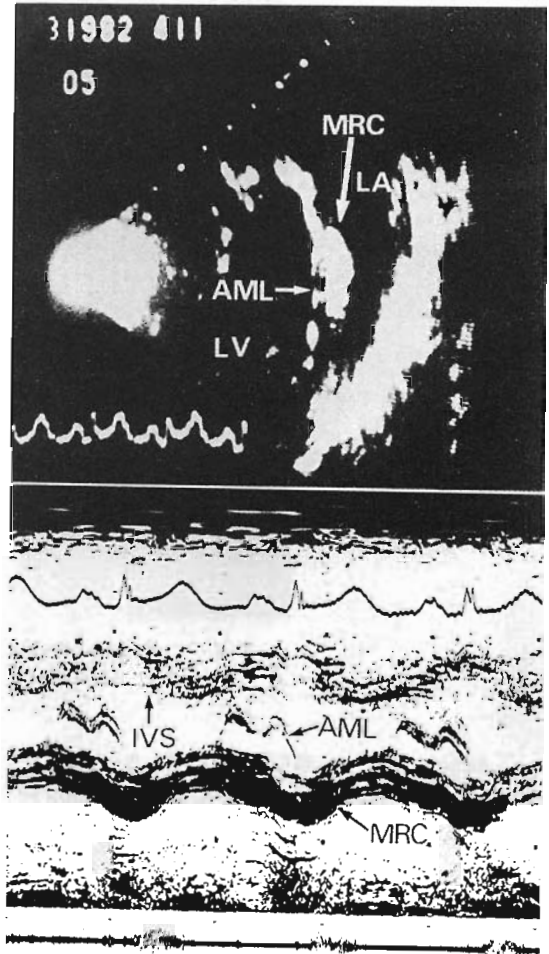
Representative echocardiogram of MRC.
